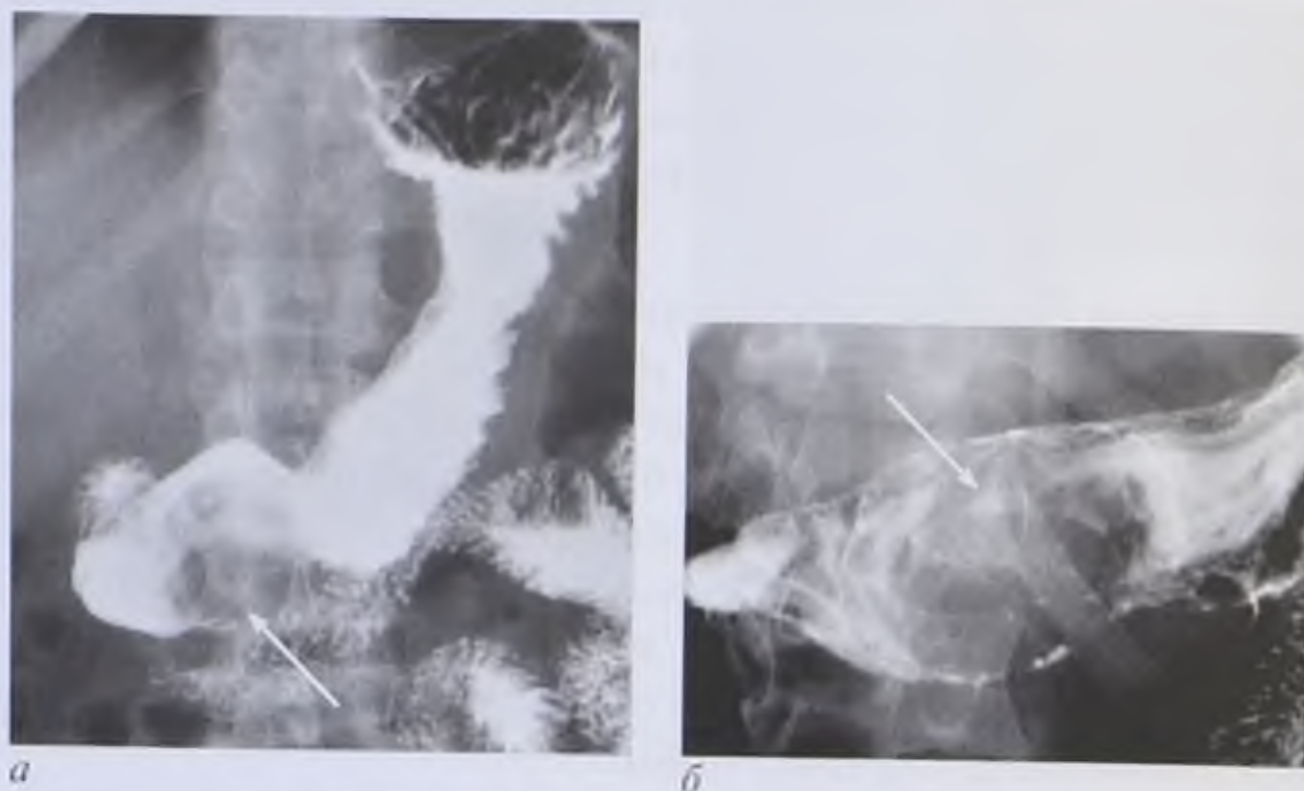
Рентгенограммы желудка — неэпителиальная опухоль антрального отдела желудка (лейомиома): *a* — обзорный снимок (стрелка); *б* — прицельный снимок, в центре опухоли определяется изъязвление (стрелка)
